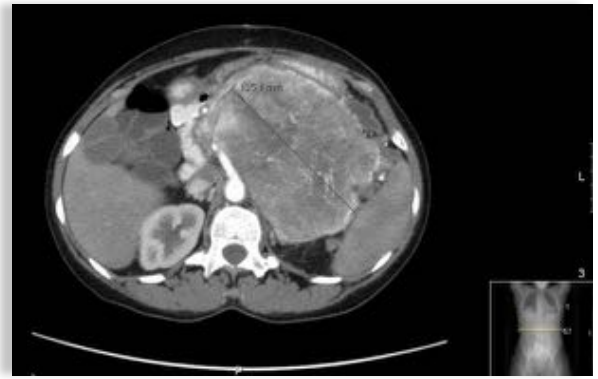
Massa correspondente ao Tumor Neuro-Endócrino do Pâncreas (TC TAP, 28/12/2010)
